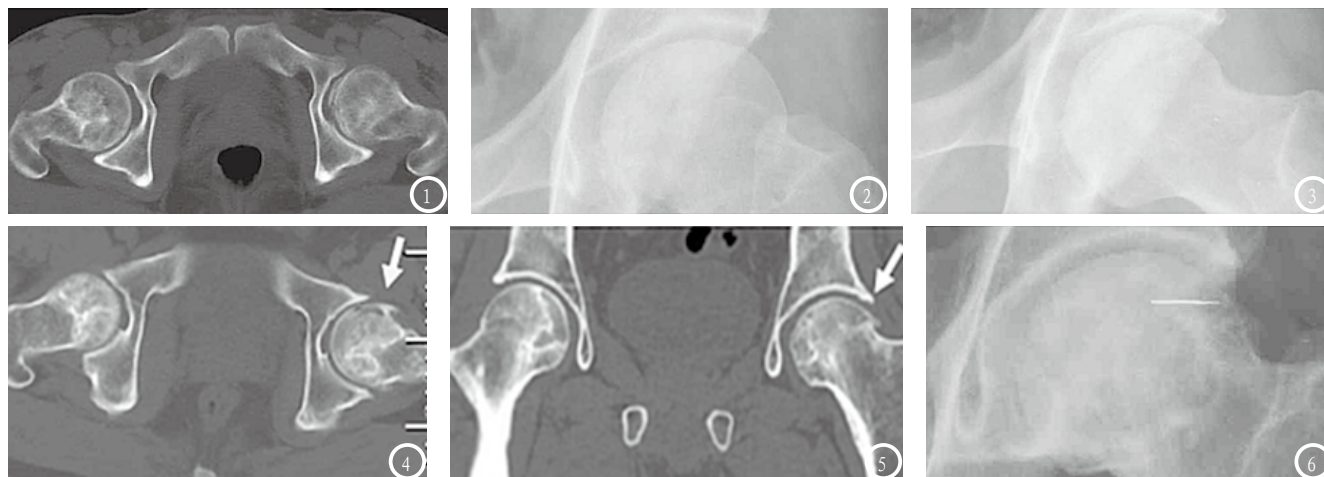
CT横断面见左侧股骨头内侧出现大面积软骨下骨折且关节面不平整,塌陷可疑。图2-3 X片病变部位与髋臼后缘重叠,正位片上关节面光滑,蛙位片可见内侧关节面下方出现细微骨折线,病变范围和程度则无法清晰诊断。图4-5 CT横断面见左侧股骨头 前侧大面积软骨下骨折,冠状位见上外侧负重区大面积软骨下骨折。图6 X线正蛙位片仅见股骨头密度不均,未见明显软骨下骨折。
